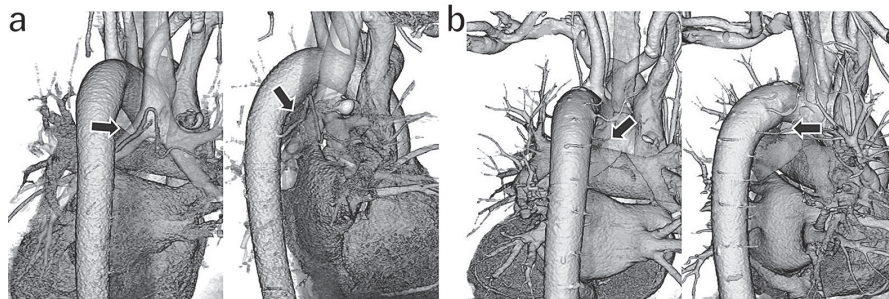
3D-CT angiography による気管支動脈の立体構造評価。a) 右気管支動脈が食道背側を走行する症例。c) 右気管支動脈が食道腹側を走行する症例。
